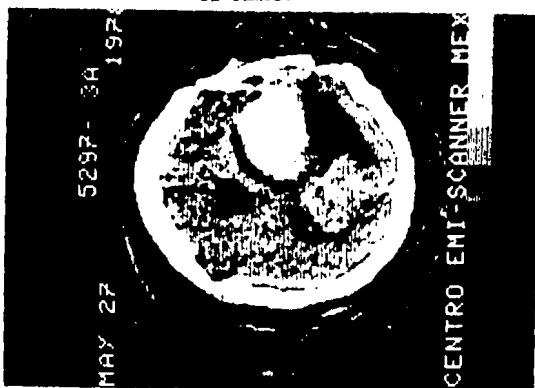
Tomografía que demuestra el tumor.
